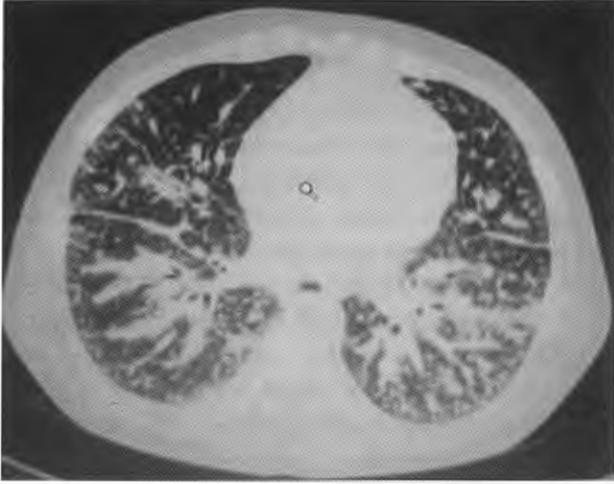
Corte sagital en TC de tórax con ventana pulmonar: infiltrado linfático bilateral y engrosamiento peribronquial.
